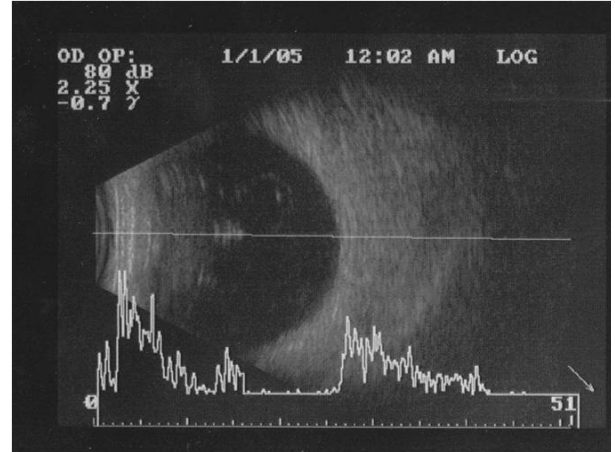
Ultrasonograph shows heterogeneous vitreous opacity at 2 days after PKP.
